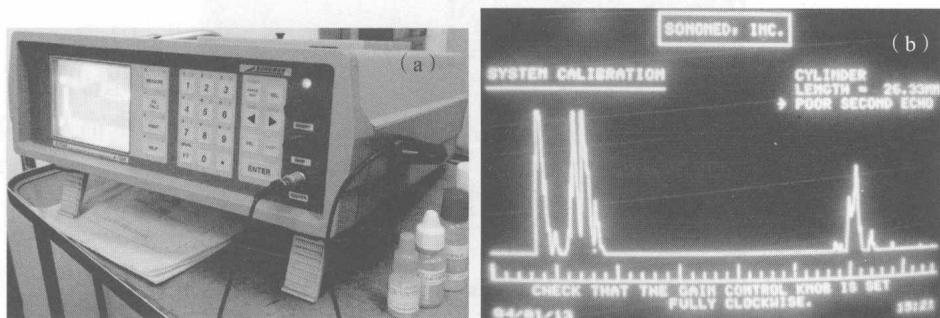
眼科用A型超声诊断仪(a)及A型图像(b)
